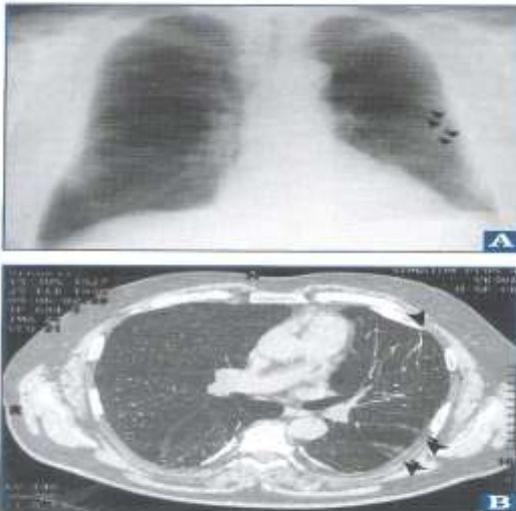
(A-B) : Opacités en bande et lignes trans-lobulaires. La RT et la TDM montrent une opacité linéaire intrapleurale sur les épaissements pleuraux. Hoshimura = « pieds de corneille » : une zone de consolidation de forme conique de base variable à l'origine (comme les collapsus par étranglement), mais avec aussi de minuscules plaques. Notez aux pleurales périphériques.
